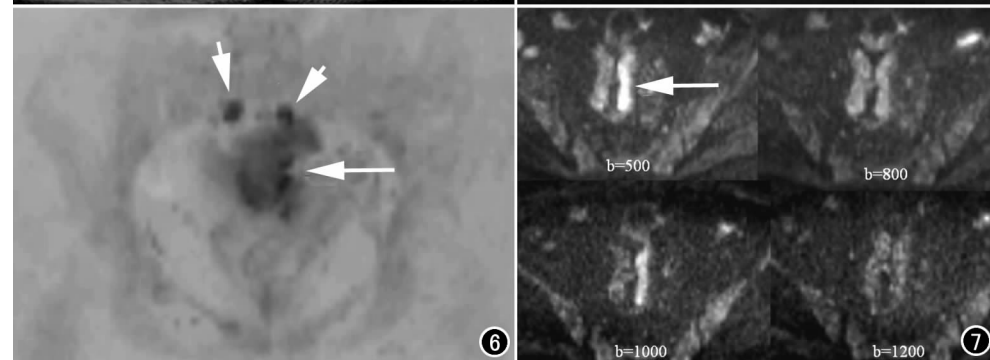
女, 69 岁。薄层自由呼吸 DWI ($b=1000 \text{ s/mm}^2$), MIP 图像反转, 肿瘤(箭)与转移淋巴结(短箭)清楚显示。
